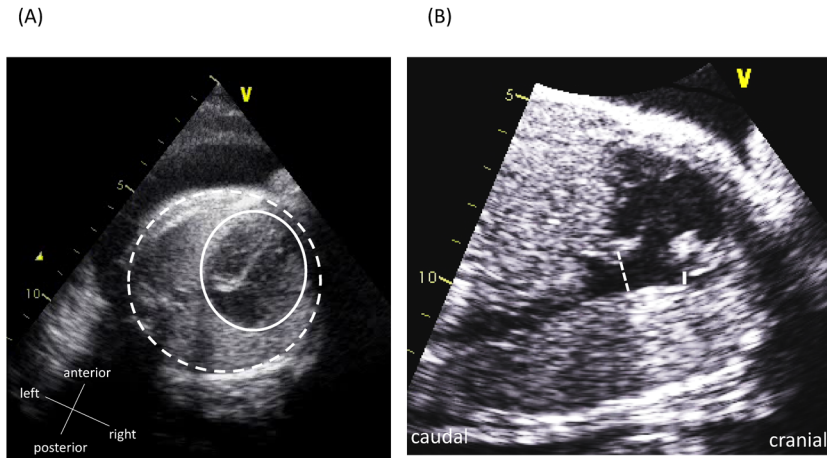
Fetal echocardiography at 30 weeks and 3 days of gestation
